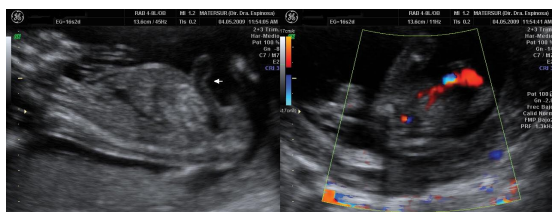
Ingreso del cordón. El Doppler color muestra las dos arterias umbilicales en pared abdominal íntegra.
